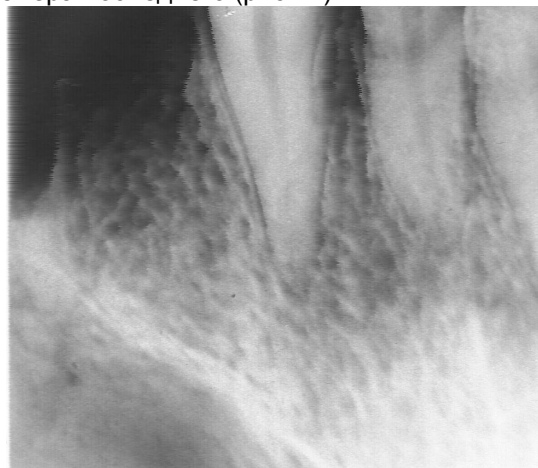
Рентгенограммы альвеолярной части тела нижней челюсти через 7 дней после удаления: второго премоляра.
